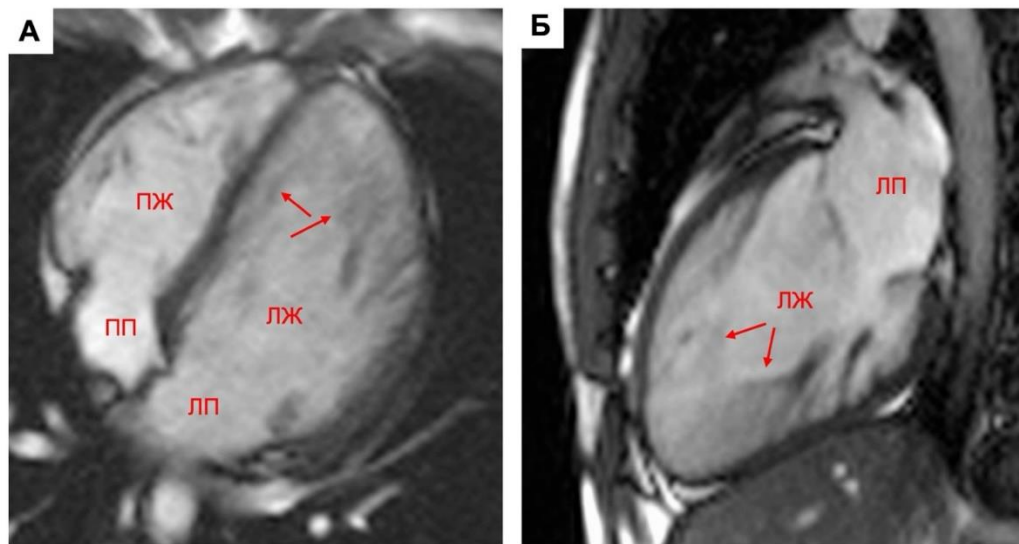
Кино-МРТ, диастола, собственный материал: А – четырех-камерная плоскость; Б – двух-камерная плоскость. Стрелками указаны выраженные трабекулы ЛЖ и глубокие межтрабекулярные карманы.
